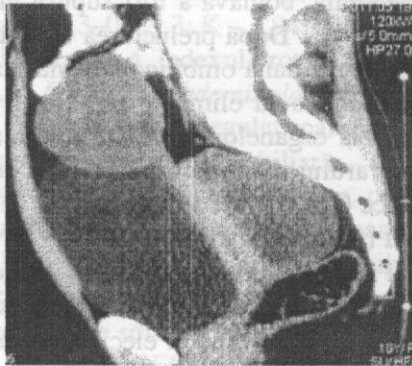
Computer tomografie.
